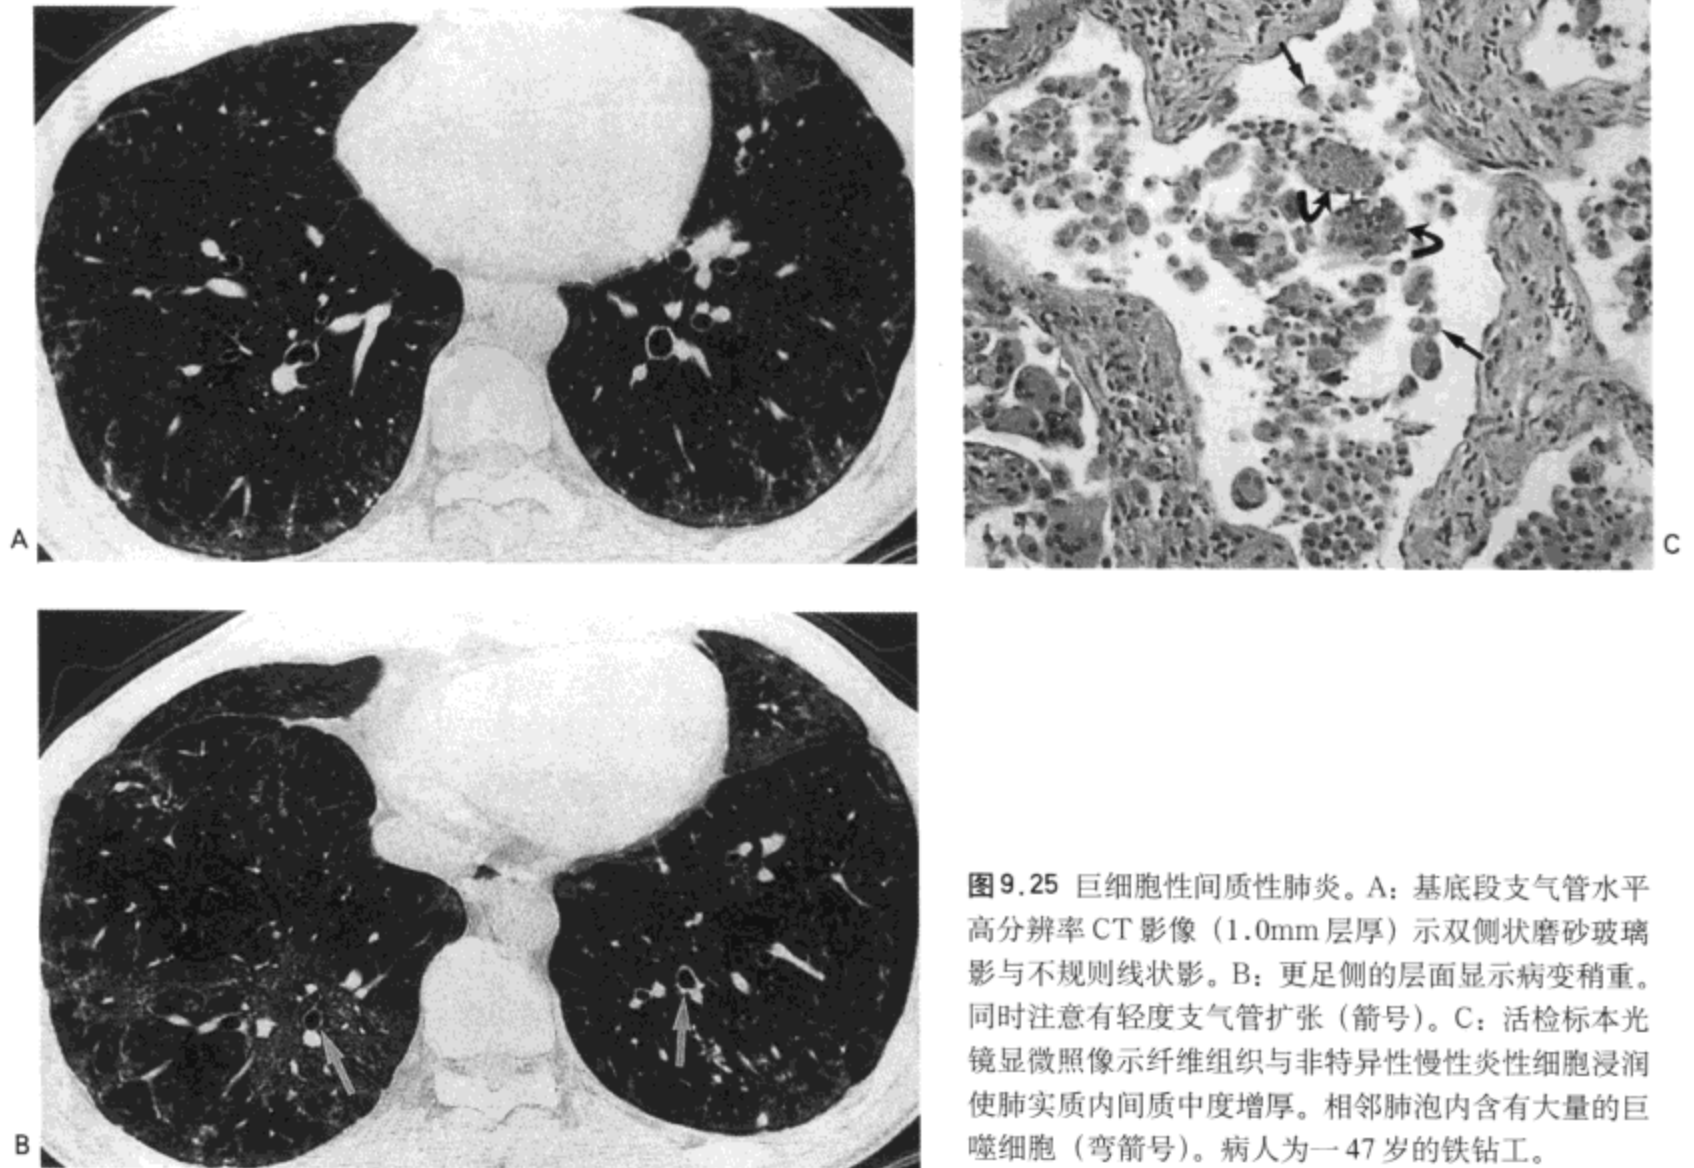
巨细胞性间质性肺炎。A: 基底段支气管水平高分辨率CT影像(1.0mm层厚)示双侧状磨砂玻璃影与不规则线状影。B: 更足侧的层面显示病变稍重。同时注意有轻度支气管扩张(箭号)。C: 活检标本光镜显微照像示纤维组织与非特异性慢性炎性细胞浸润使肺实质内间质中度增厚。相邻肺泡内含有大量的巨噬细胞(弯箭号)。病人为一47岁的铁钻工。
